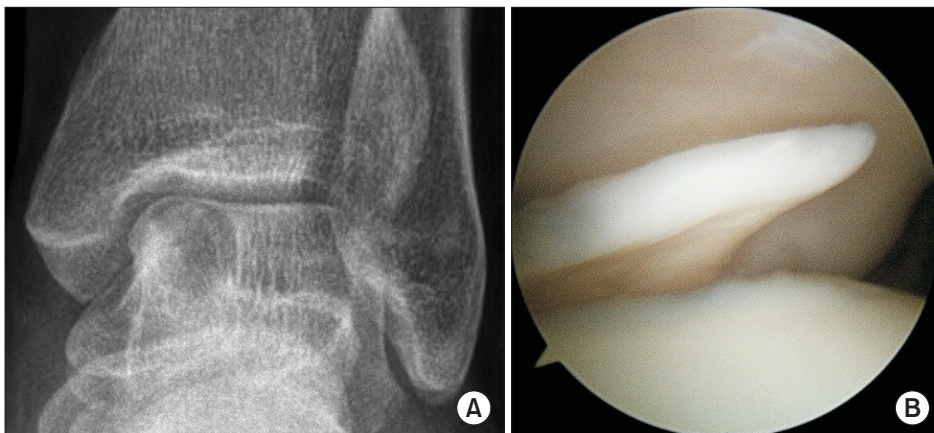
Simple radiograph and arthroscopic view of the osteochondral lesion of the talus. (A) Simple radiograph shows radiolucent lesion at medial talus. (B) Arthroscopic view.
